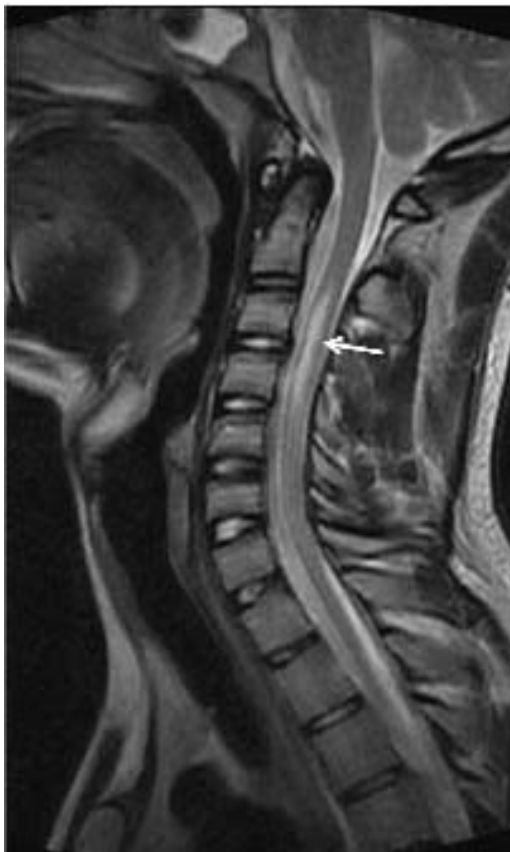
RM cervical secuencia FAST SE T2. Paciente de 15 años con cavidad hiperintensa centromedular C3-C4 (flecha) por mielitis transversa.
